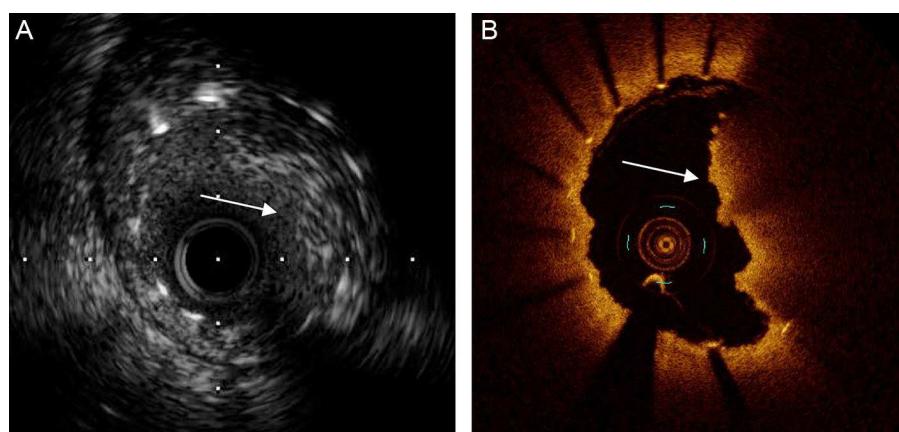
Imagen con ecografía intravascular (A) y tomografía de coherencia óptica (B) de una trombosis de stent, con importante cantidad de trombo intraluminal adherido a este (flecha).
